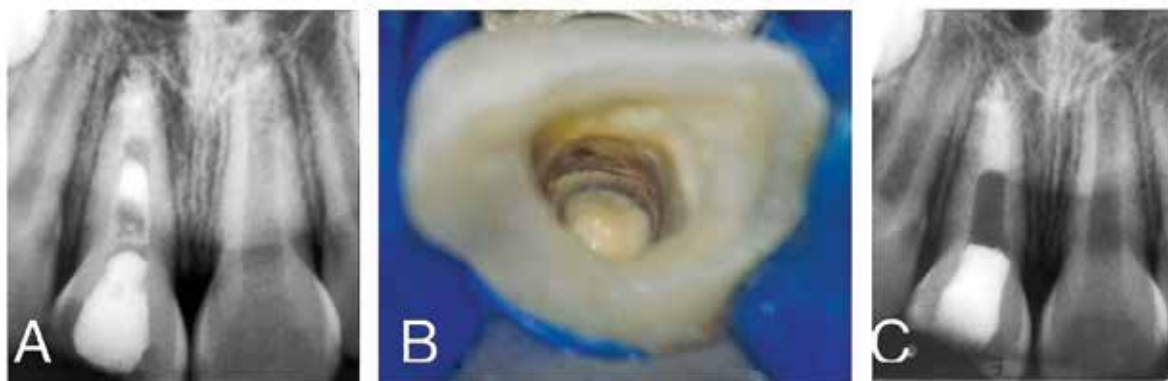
A: Radiografía de seguimiento, se observa la reabsorción del CaOH2. B: Colocación de biodentine en ápice para promover apicoformación. C: Radiografía final con Biodentine colocado.
